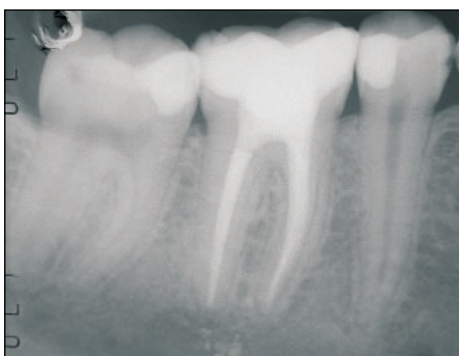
Radiografia di controllo a un anno.
